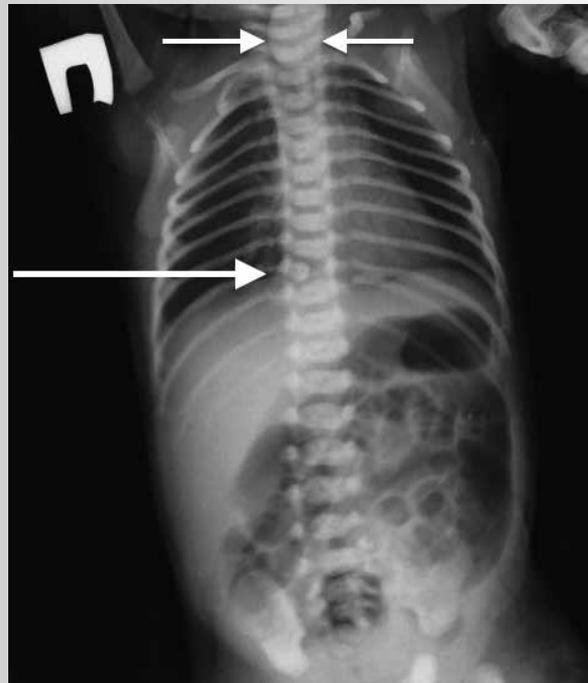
Рентгеновское исследование новорожденного с атрезией пищевода – определение «слепого» проксимального сегмента пищевода (одинарная стрелка), аномалии развития позвонков в виде полупозвонка (двойная стрелка), наличия газа в кишечнике (тройная стрелка)
